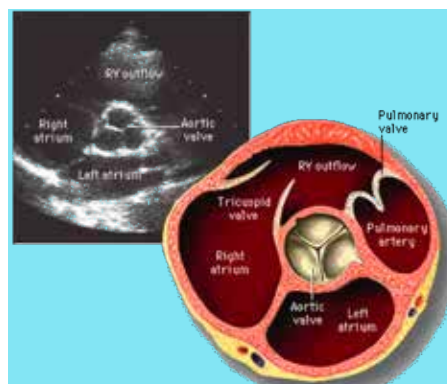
• Finestra parasternale, proiezione trasversale a livello dei grossi vasi.
